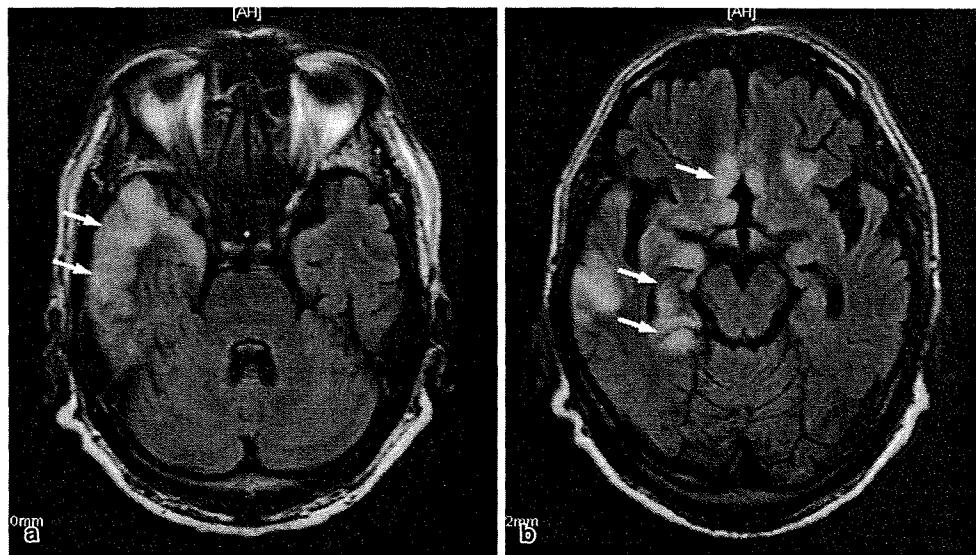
ヘルペス脳炎 (MRI FLAIR 水平断)
